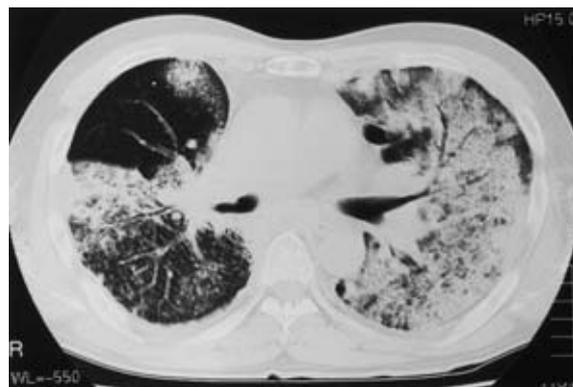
Chest CT on the 3rd hospital day showing consolidations with air bronchograms in large areas of bilateral lung fields.
